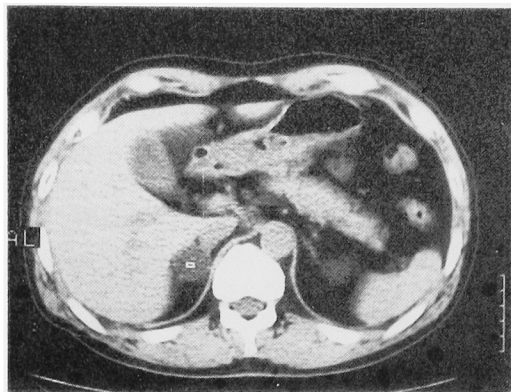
CT scan of case 3
